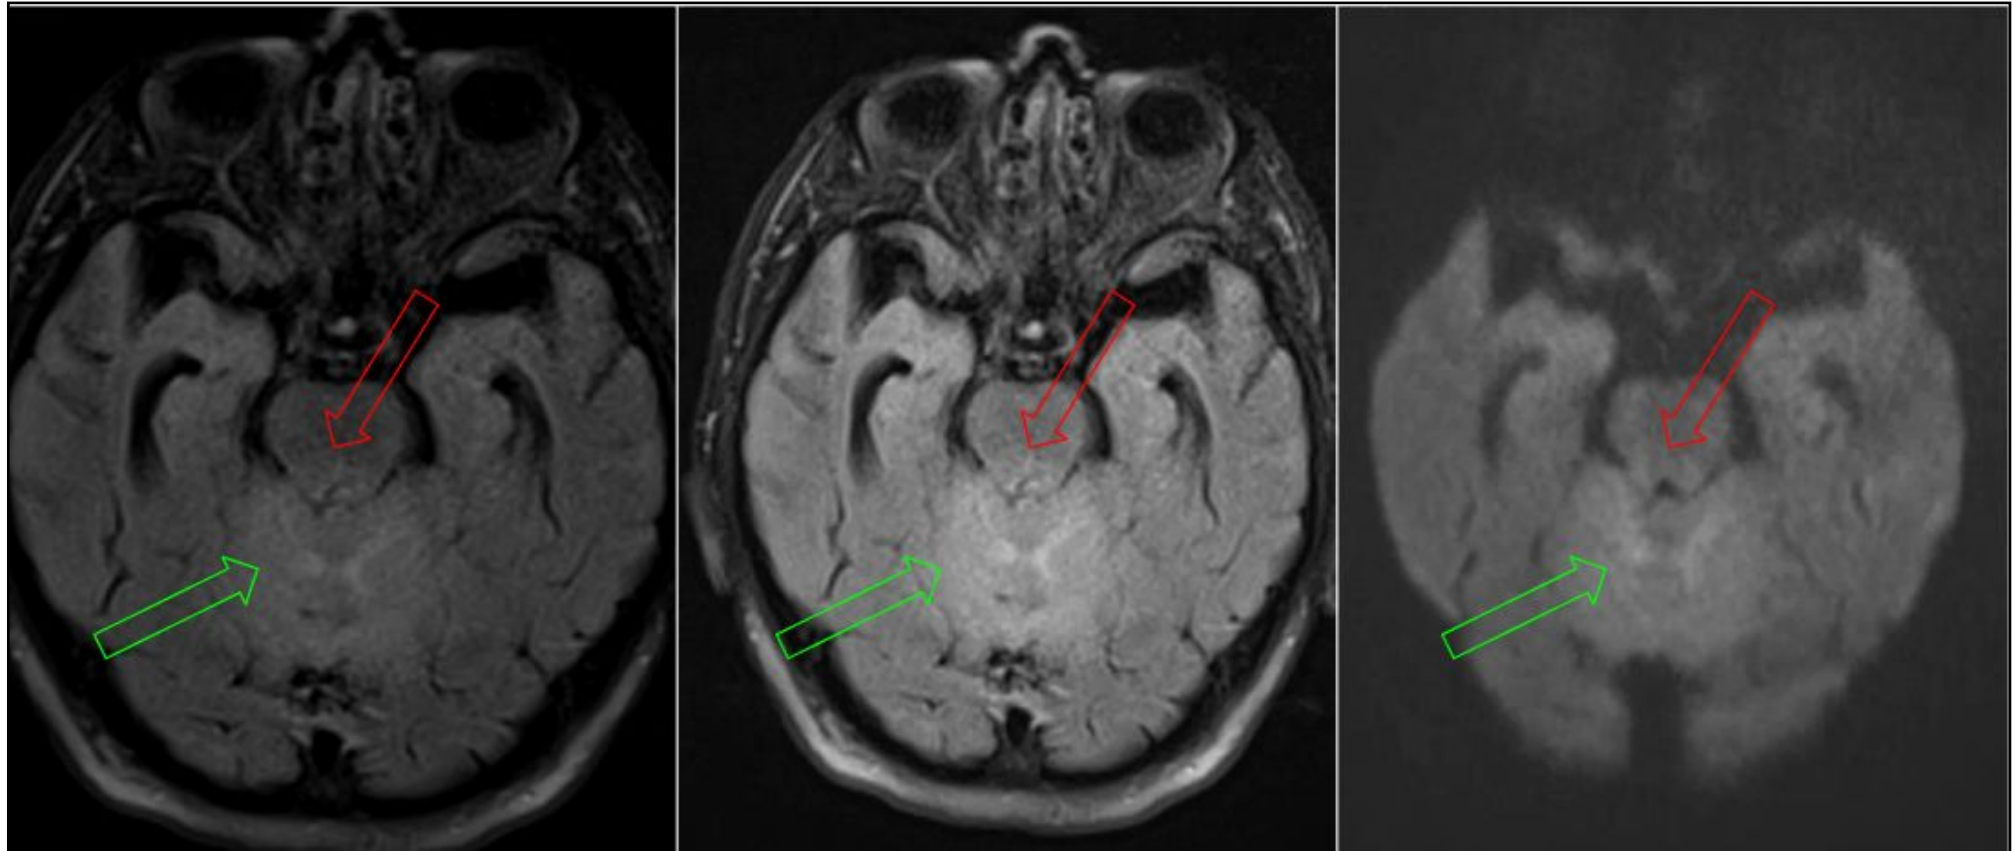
Varón de 60 años con antecedentes quirúrgicos de cáncer de pulmón de células pequeñas derecho. Consultó hace cuatro meses por cuadro subagudo. Su clínica se asoció también a diplopía binocular y desviación ocular. Lesiones hiperintensas en T2-FLAIR en tronco encefálico (flecha roja) y vermis cerebeloso (flecha verde). En las secuencias de difusión las lesiones muestran ligera restricción. Encefalitis autoinmune asociada a anticuerpos anti-Ri .
